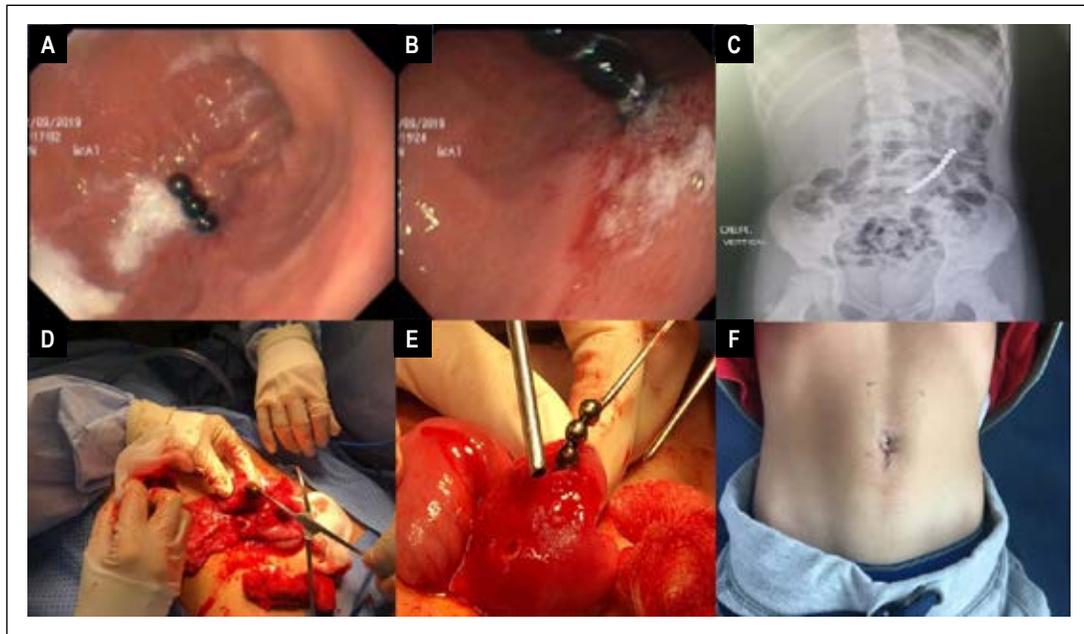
A y B. Visión endoscópica de imanes redondos, fuertemente adheridos y penetrados en la pared posterior del cuerpo distal del estómago. C. Radiografía simple de abdomen donde se observa 10 imanes redondos de 5 mm adheridos en forma oblicua entre estómago y yeyuno. D y E. Acto quirúrgico, donde exteriorizan las asas fistulizadas a través de una incisión umbilical fistulizada, se realiza extracción de los imanes y enterografía múltiple. F. Aspecto del abdomen en el posquirúrgico 2 semanas después del alta hospitalaria.
